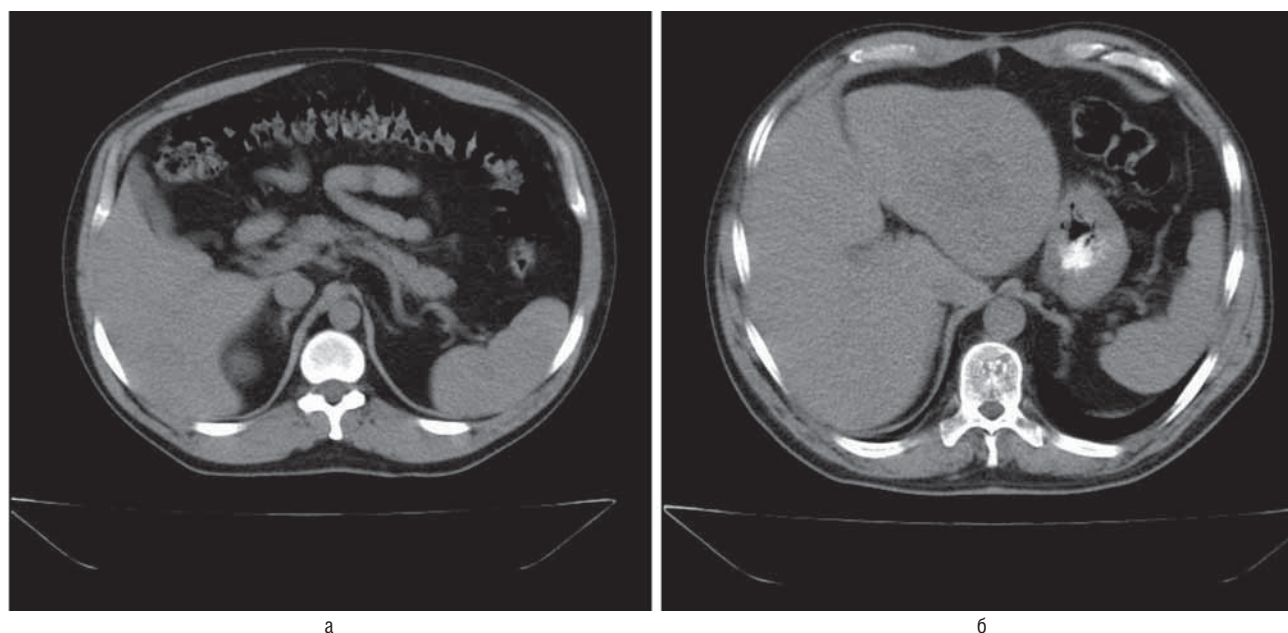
Компьютерно-томографическая картина ГЦР (а) и ОУГ (б) в нативную фазу исследования.
